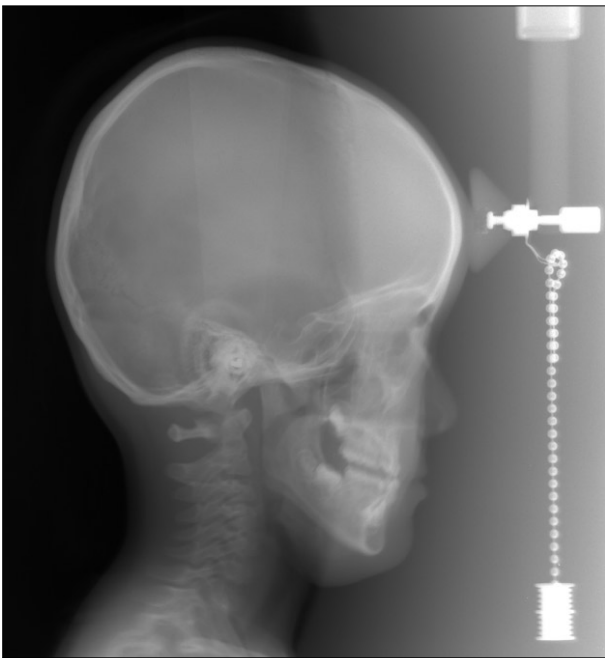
Lateral cephalometric radiograph (2002. 4. 10).
